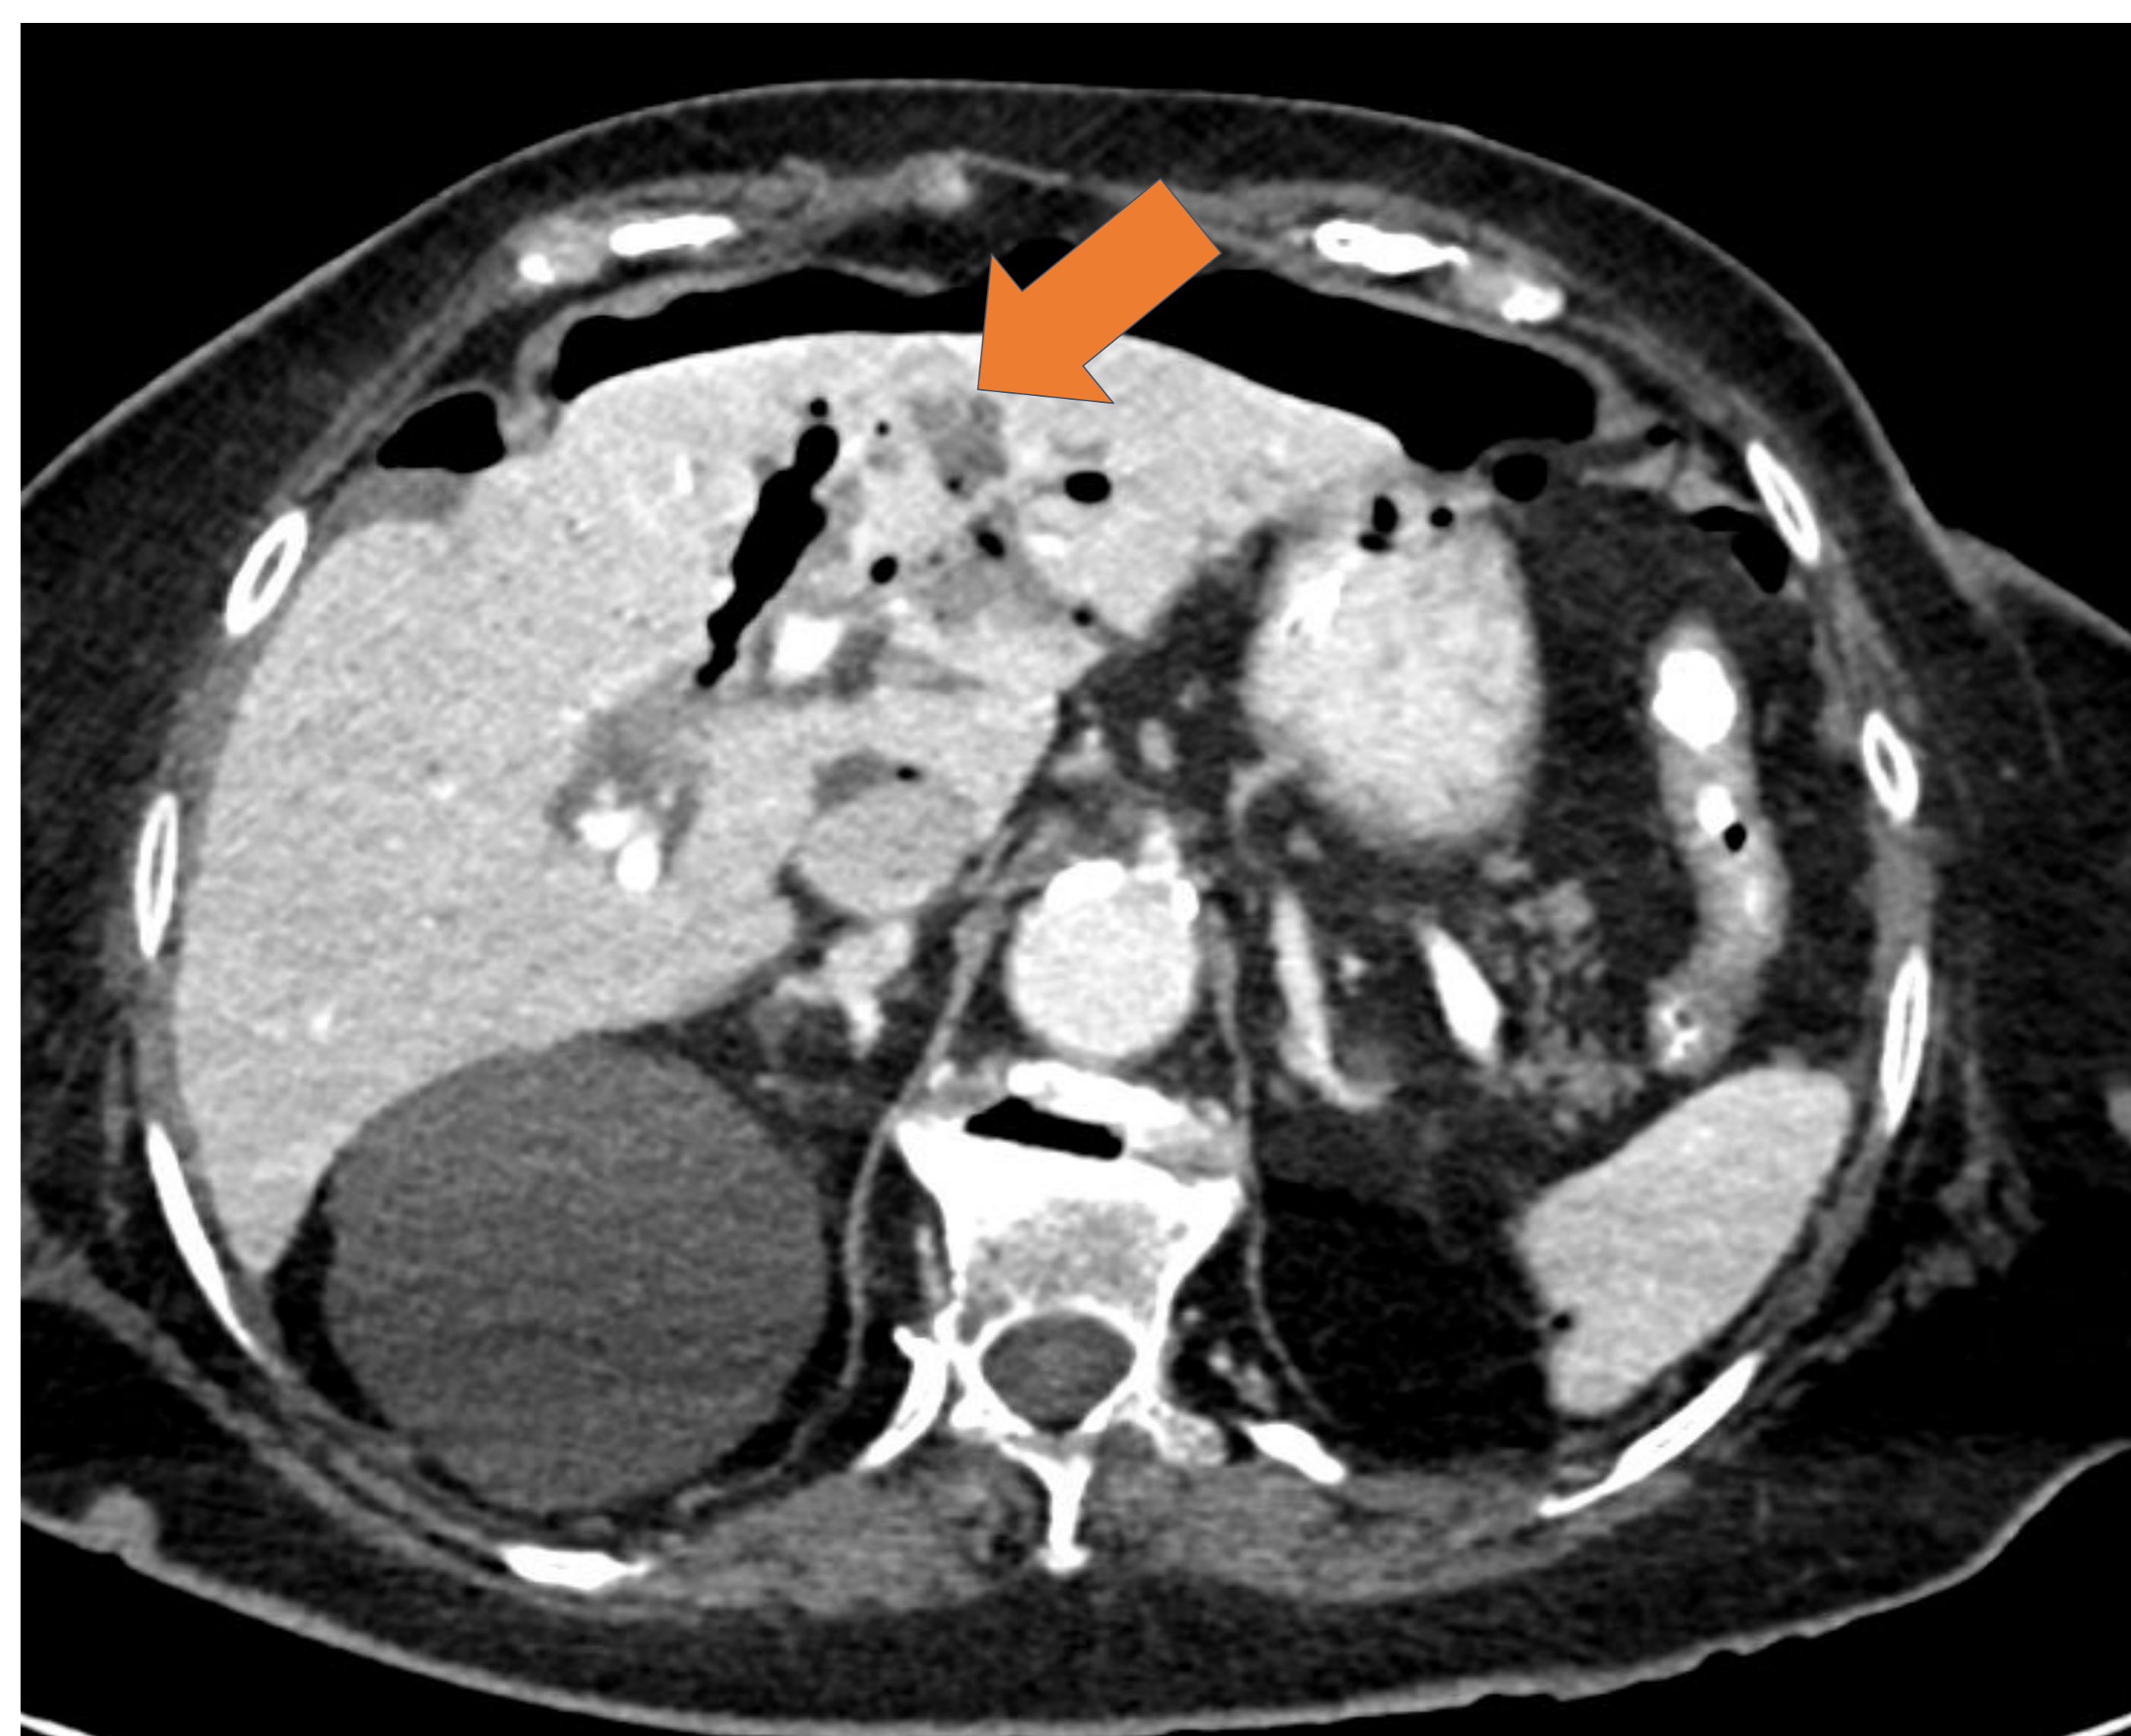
Cortes axial, coronal y sagital-oblicuo de TC abdominal en fase portal. Paciente con dolor epigástrico e inestabilización tras la realización de CPRE. Se aprecia una gran cámara de neumoperitoneo intraperitoneal y laceraciones hepáticas con neumobilia y salida de aire por la vía biliar intrahepática (flechas) . Líquido hiperdenso subhepático en relación a hematoma subcapsular. HUGCDN.
